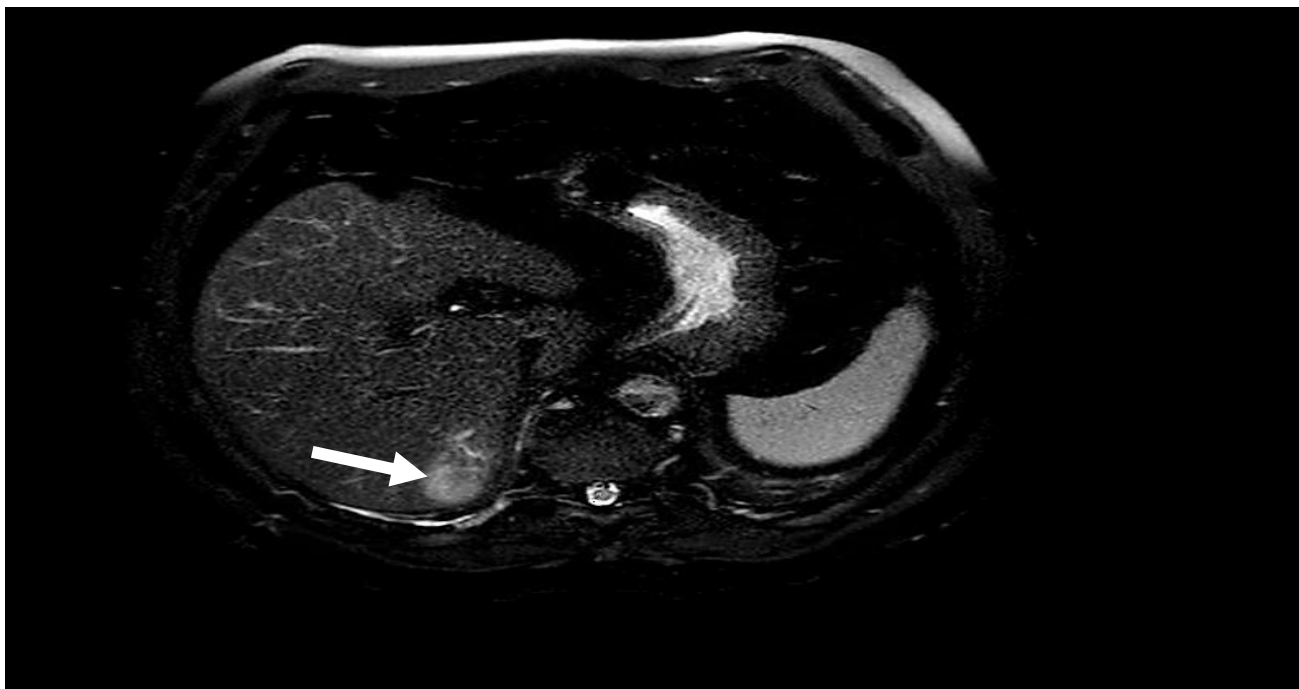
Фотография МР-томограммы брюшной полости пациента Г. И/Б 3142\18 (стрелкой указан метастаз в 7 сегменте печени)
